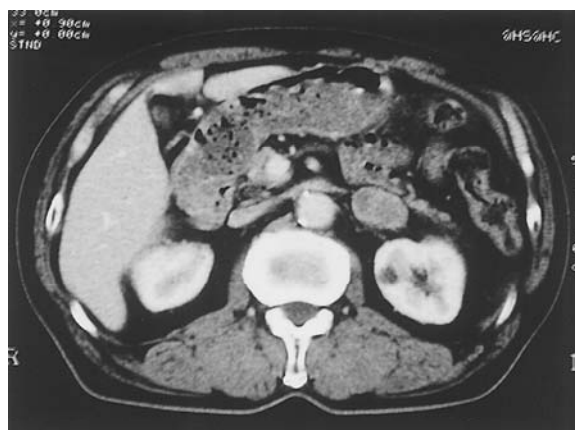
Enhanced abdominal CT of case 1 showed left adrenal mass (no adhesion).
